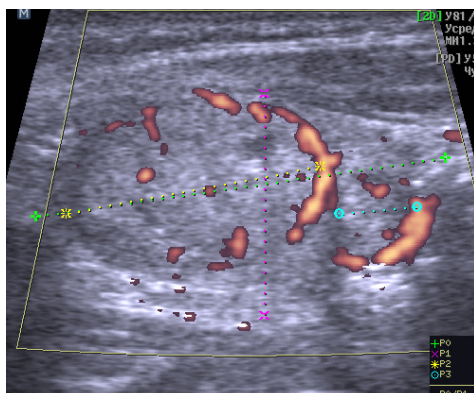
Пациентка И., 65 л. УЗИ (левая доля, продольная проекция, ЭДК).
